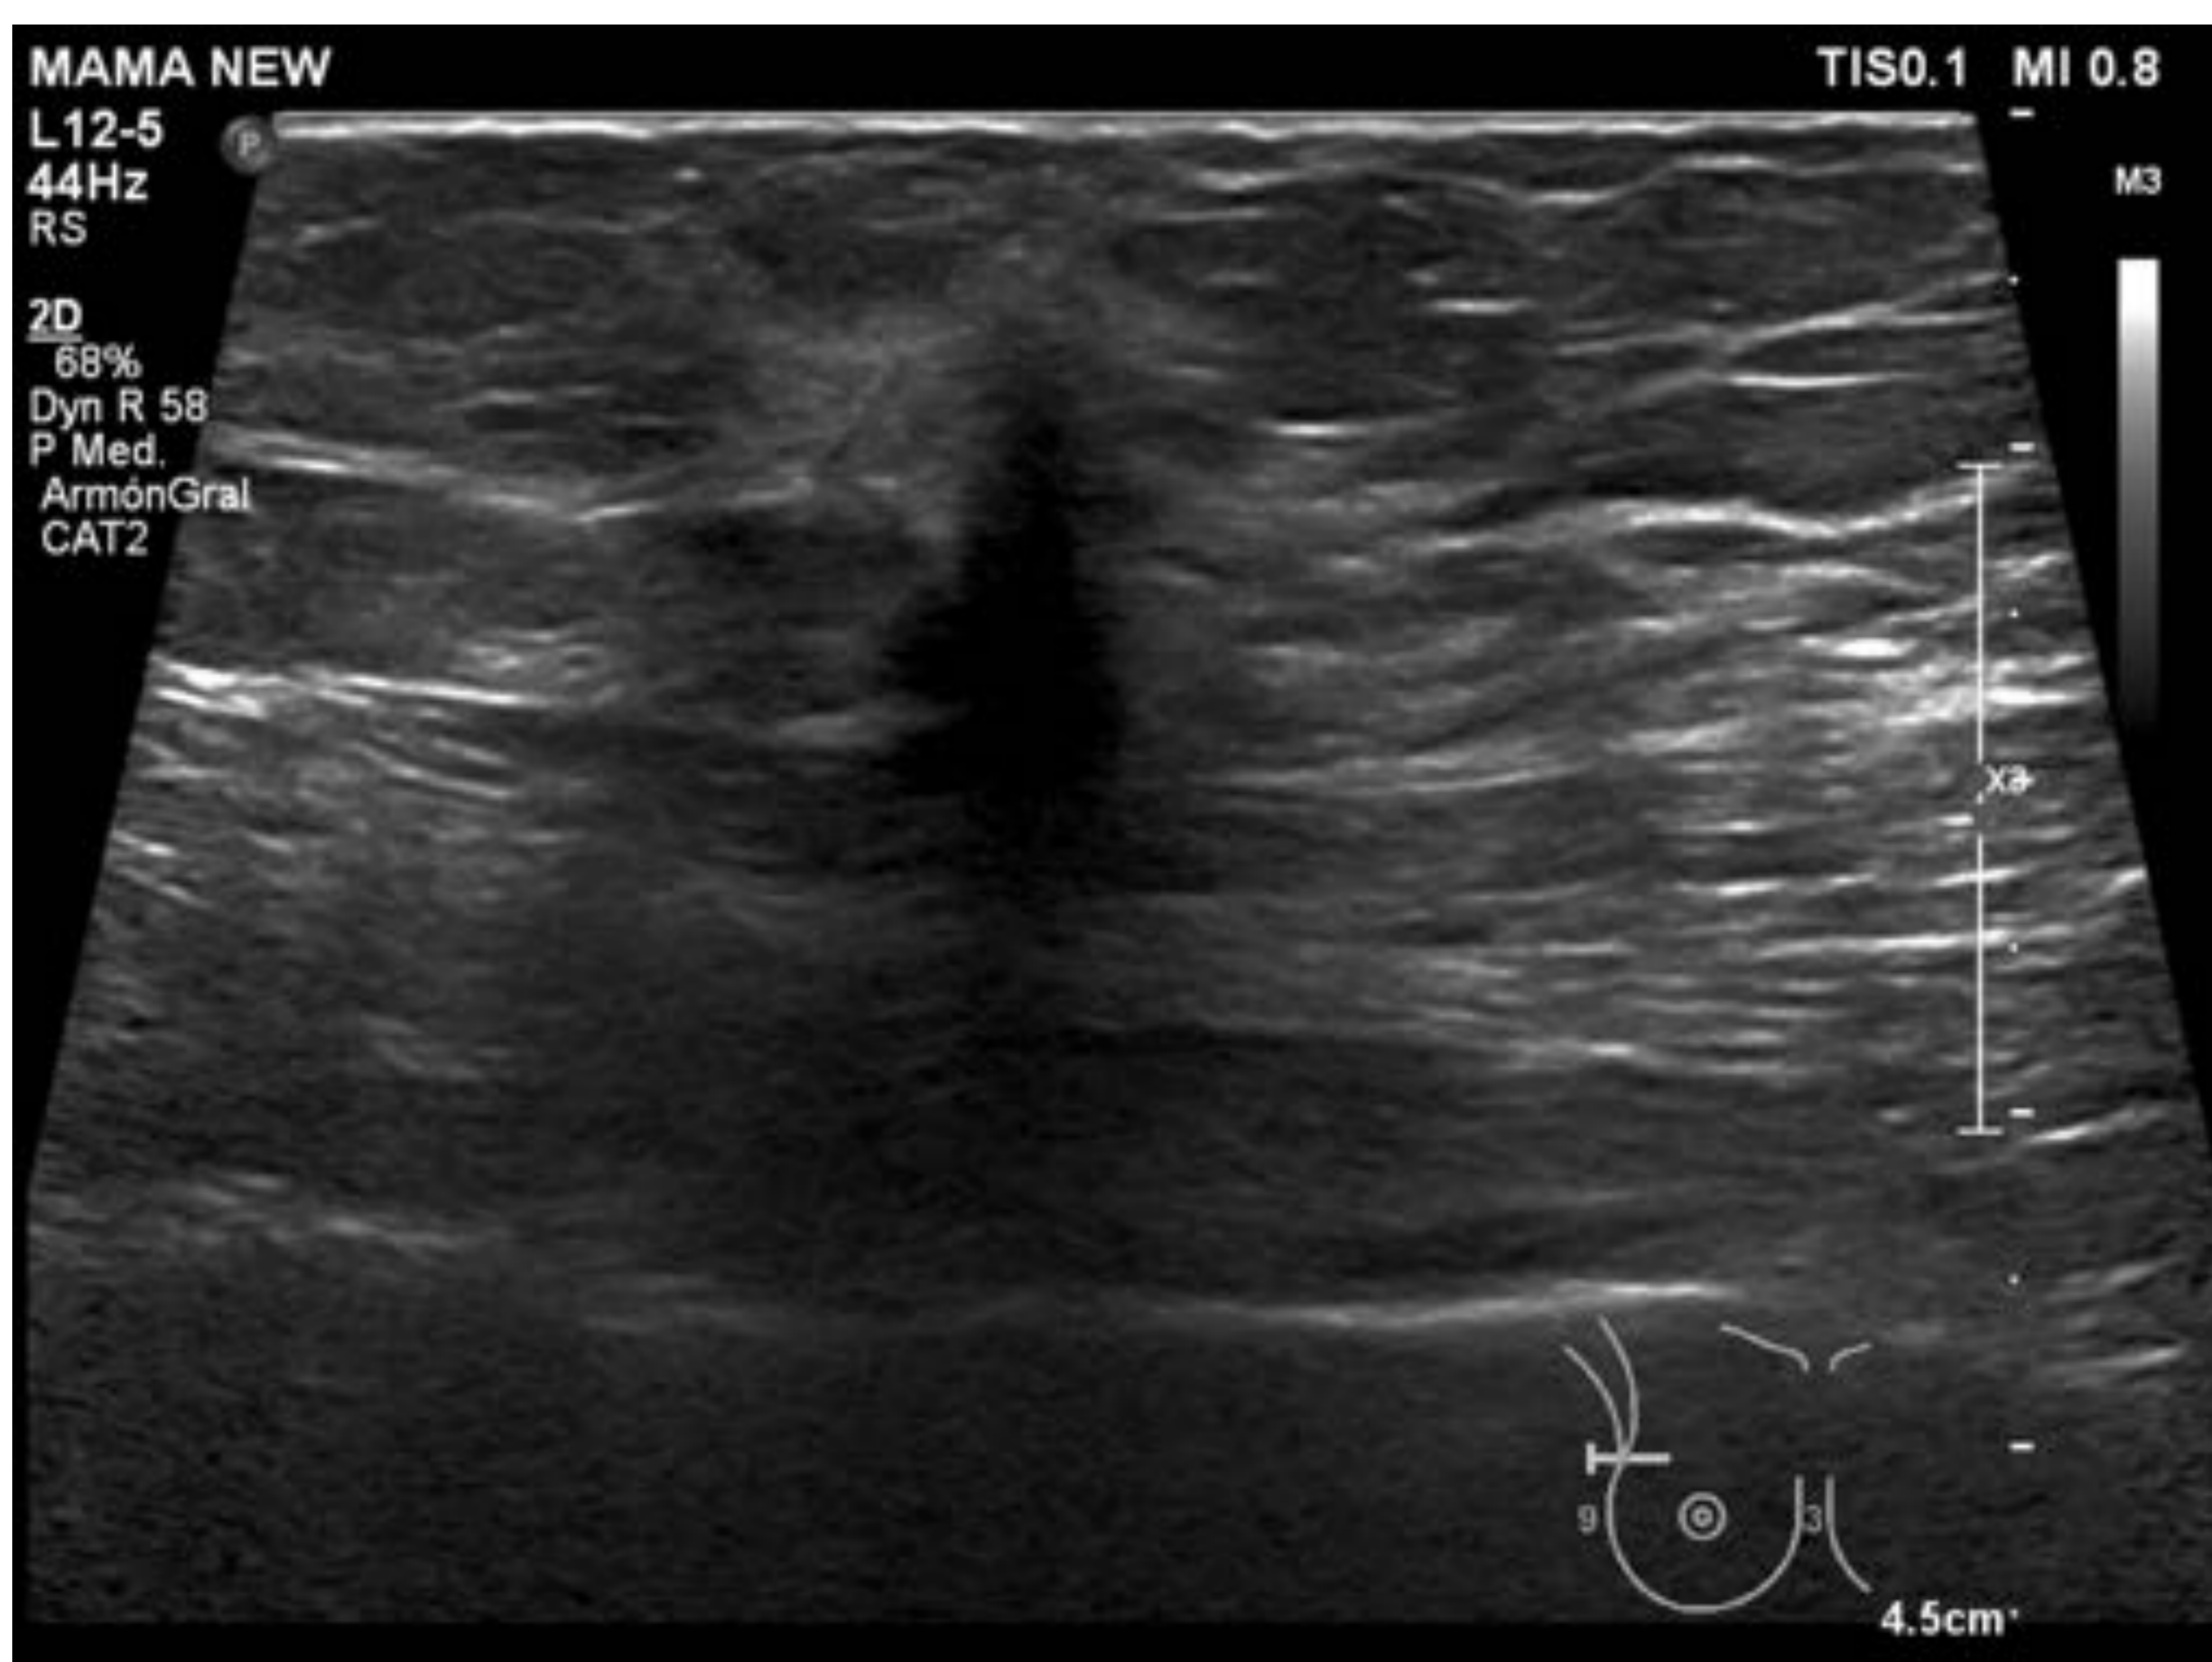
Ecografía de la distorsión en CSE de mama derecha de la tomosíntesis mostrada anteriormente. Biopsia: adenosis esclerosante.
